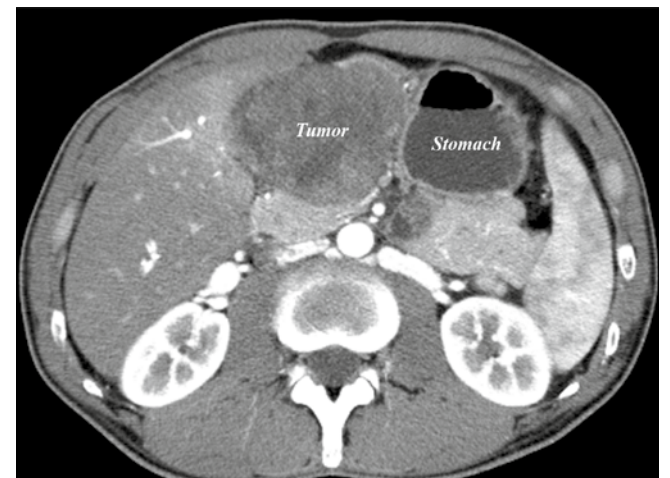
КТ пациента Ш., поперечная проекция. GIST желудка
